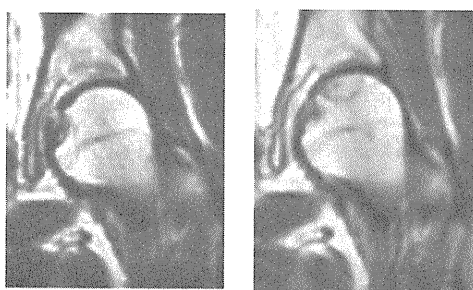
左股 MRI T1 強調像(SLE 再燃後 6 ヶ月)
